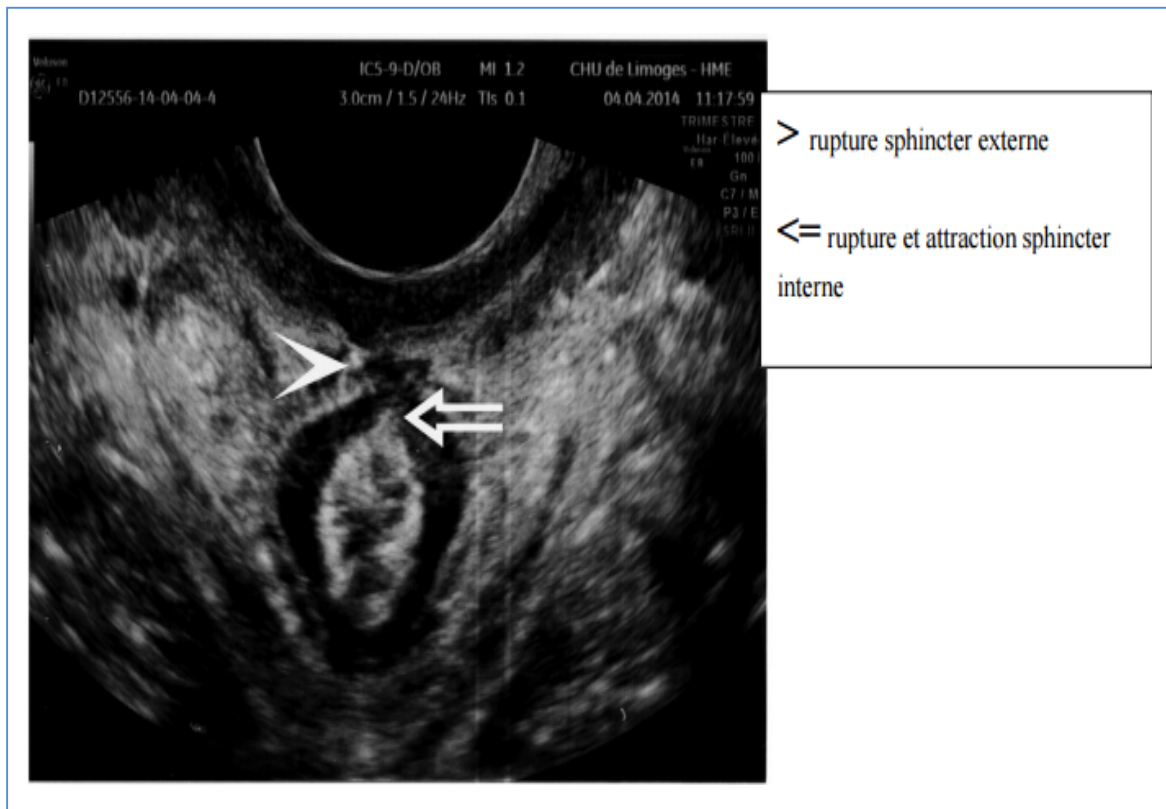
Aspect échographique d'une lésion sphinctérienne touchant le sphincter externe et interne [64].
